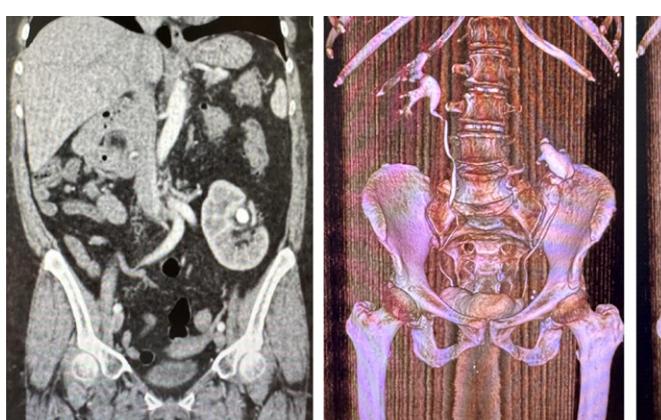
КТ и 3-D реконструкция КТ пациента с подвздошно-поясничной дистопией и мальротацией левой почки, с конкрементом левой почки
